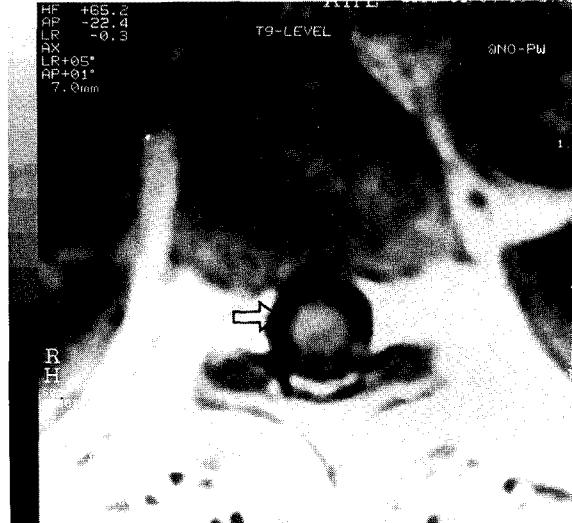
경막외 차단 6일째 촬영한 MRI 사진.
